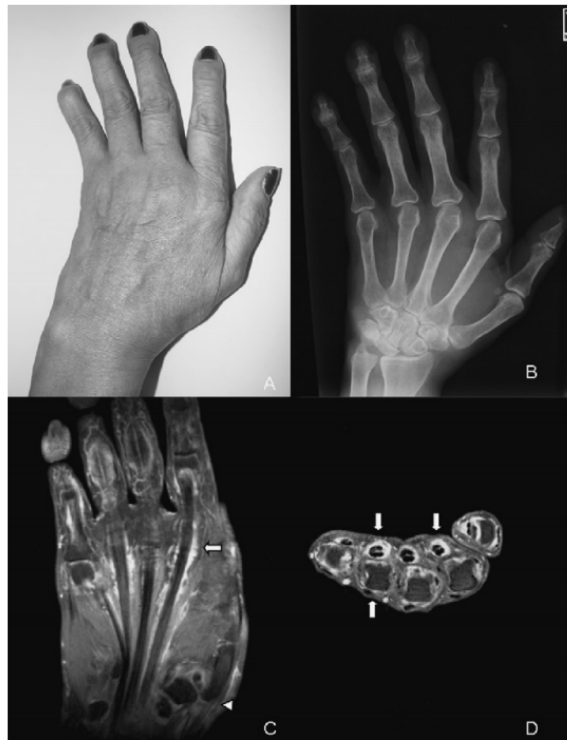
Images of left hand of a 49-year-old woman with Jaccoud arthropathy and systemic lupus erythematosus of 17 years of duration. A. Picture shows "Z" deformity of the thumb, ulnar deviation of the fingers and "swan-neck" deformities. B. Radiograph (postero-anterior view) reveals joint deformities without bone erosions. C. Coronal and D. Axial fat-suppressed gadolinium-enhanced T1-weighted SE image demonstrate signs of tenosynovitis of the flexor tendons and synovitis (arrows), in addition to subluxation of the carpometacarpal joint of the thumb (arrowhead).
